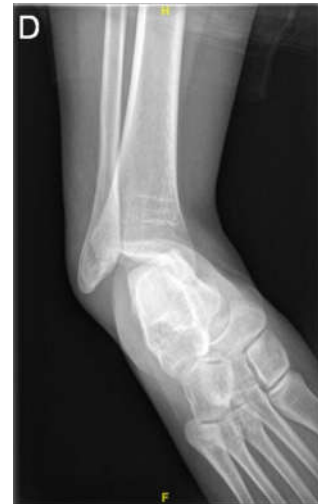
Luxación subastragalina, radiografía simple AP
